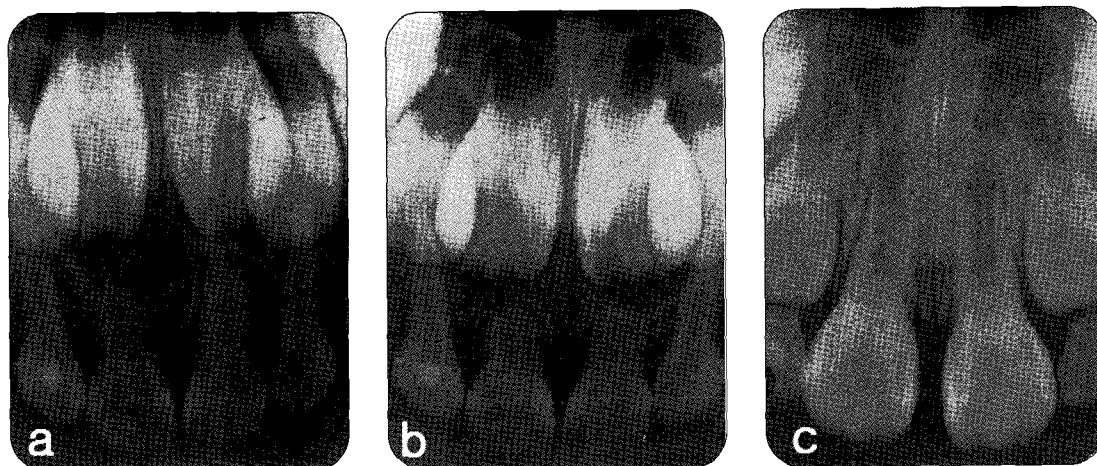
A serial radiographic findings of root-fractured primary anterior teeth. a. At first visit with root fracture of both upper primary central incisors, b. 6 months after trauma, showing the intentionally retained root fragments being resorbed, c. 25 months after trauma with newly erupted permanent successors.
